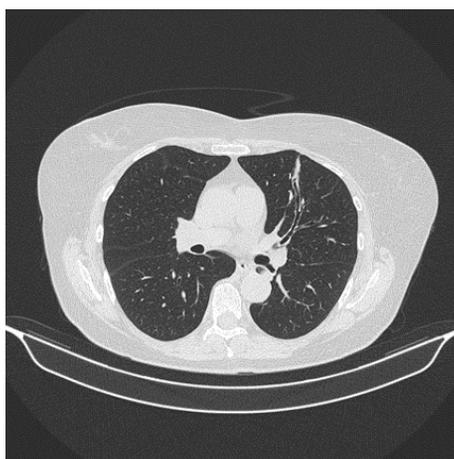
Пациентка Б. Компьютерная томография ОГК от 22 сентября 2022 г.: рассасывание ателектаза в S4 – 5 слева и в средней доле справа, бронхоэктазы в S4 – 5 слева
